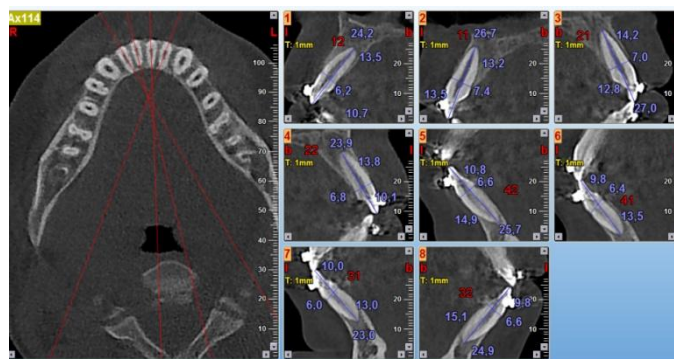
Cortes vestibulo-palatino/lingual obtenidos del Tomógrafo NewTom Cone Beam 3D Imaging. Cortes realizados en los incisivos superiores e inferiores al finalizar el tratamiento.
